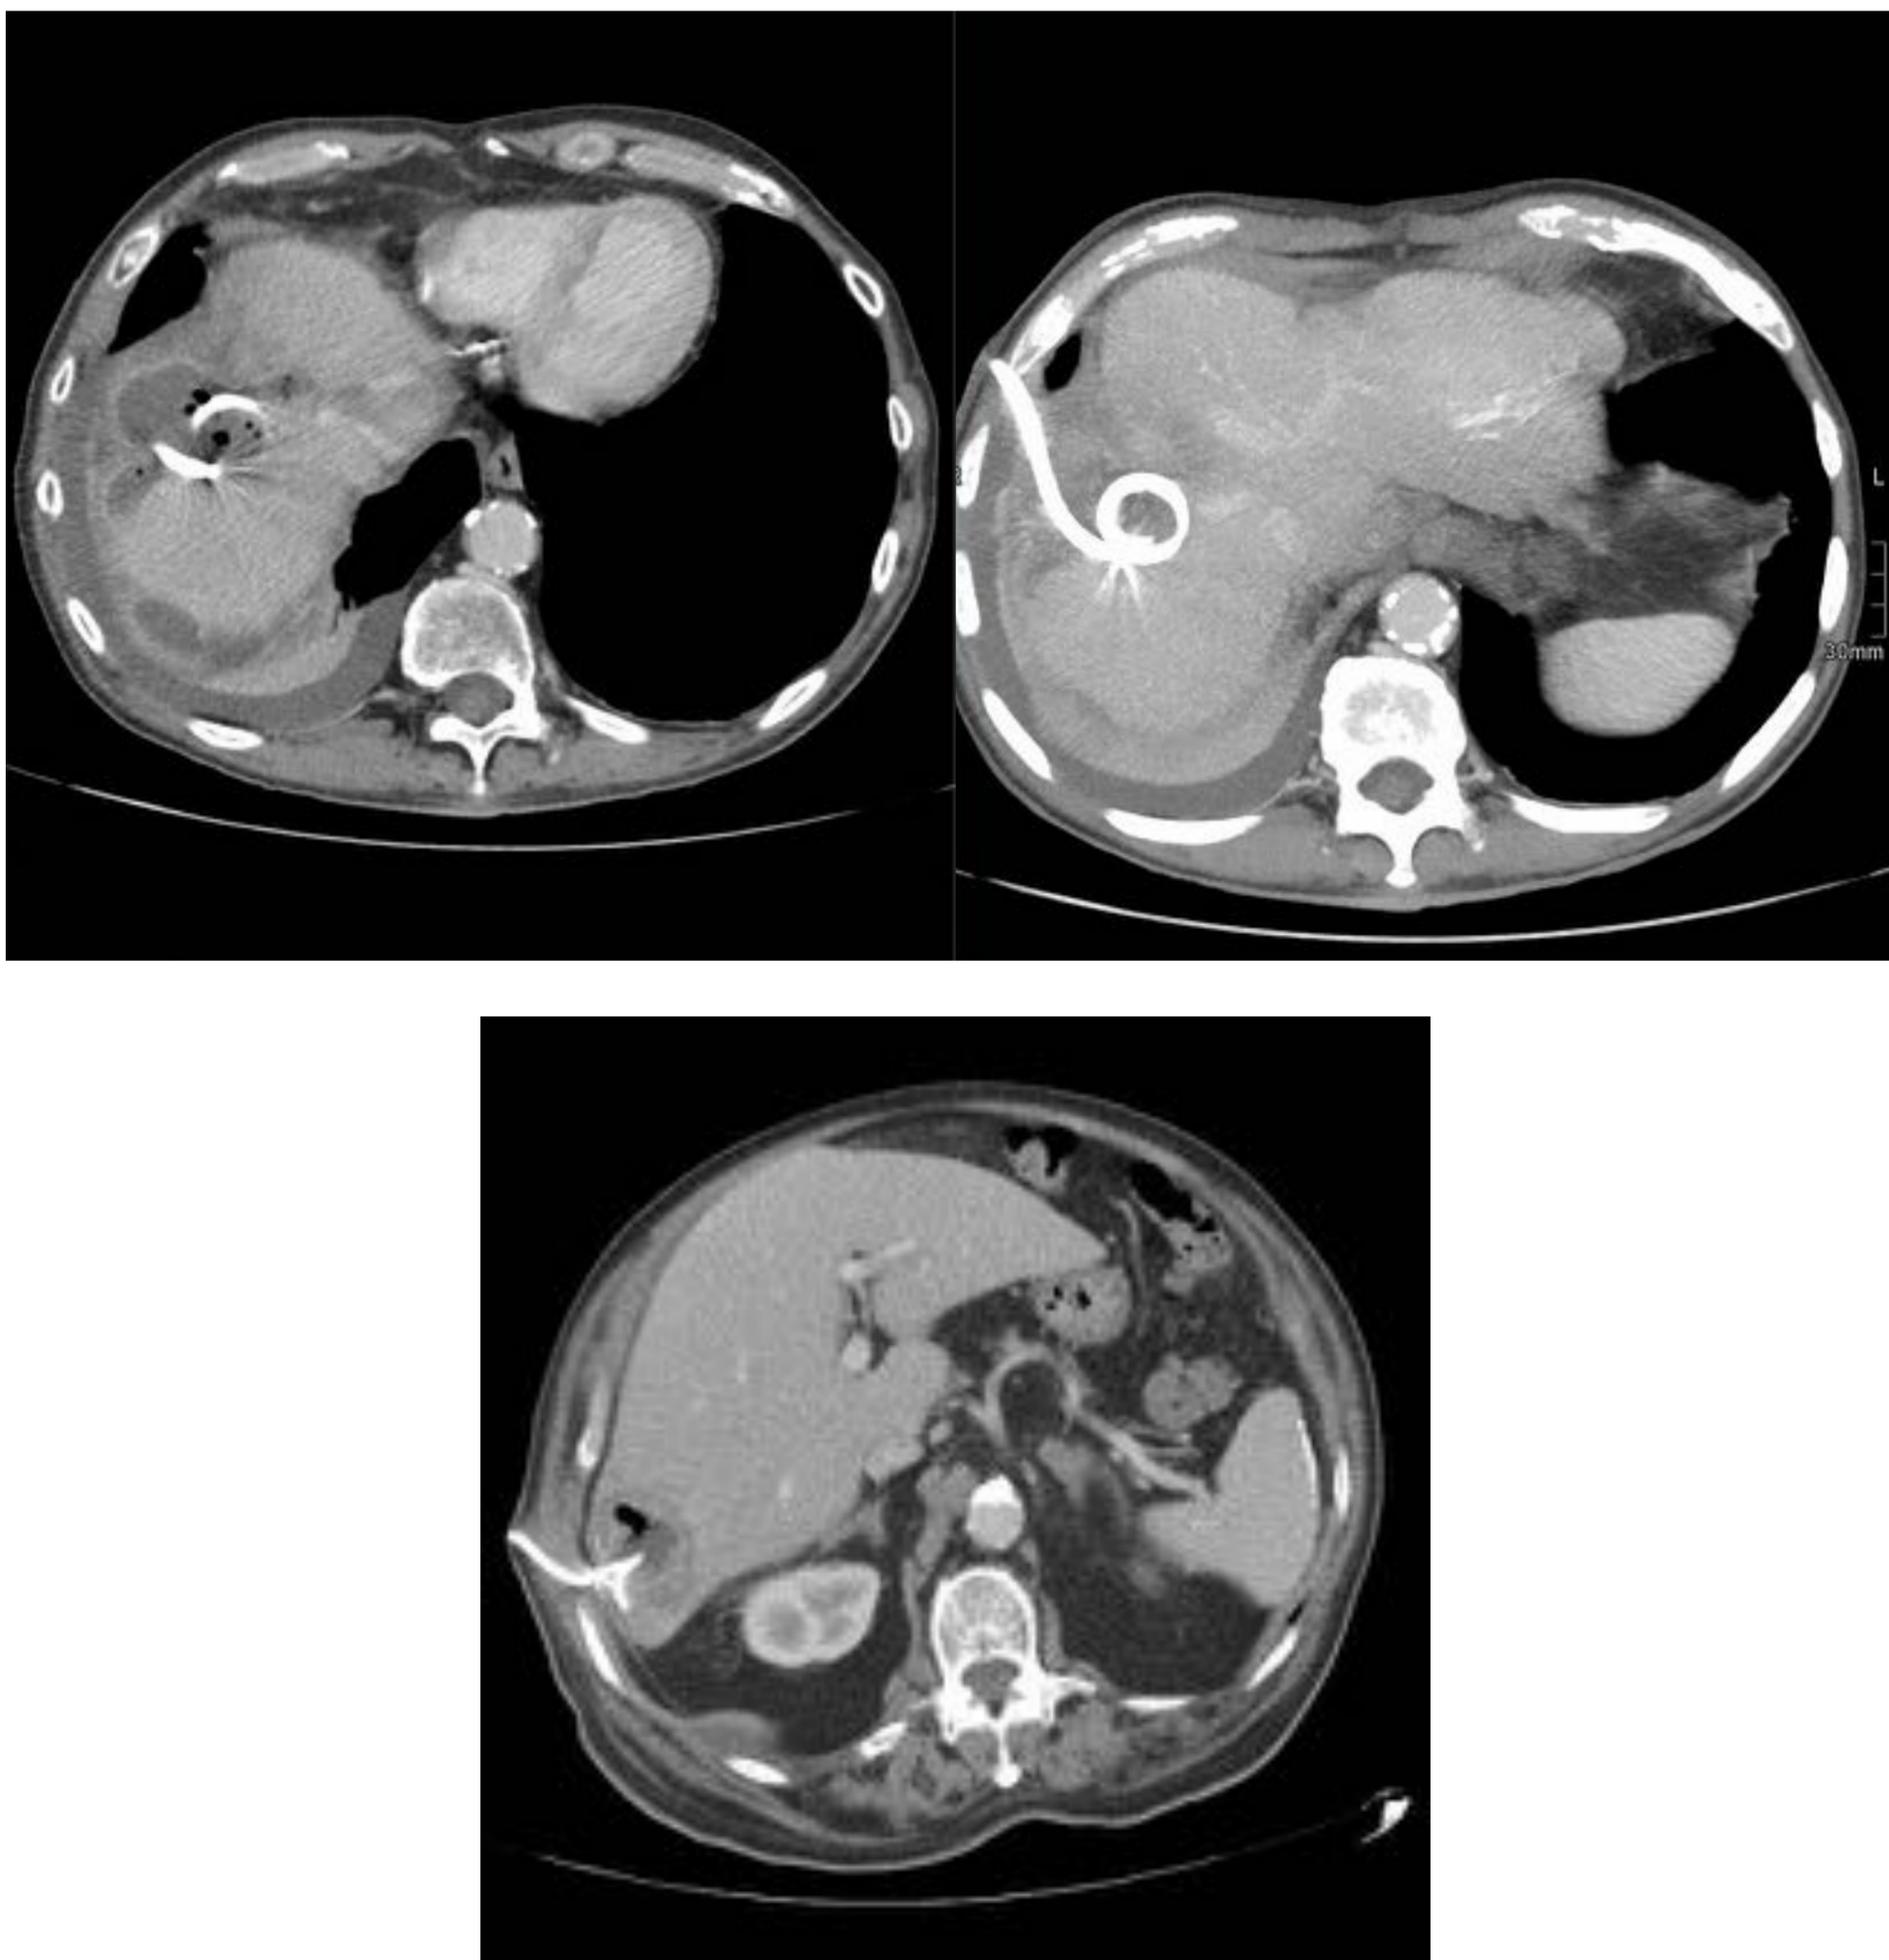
Cortes axiales de TC abdominal de dos pacientes con drenaje de colecciones hepáticas.
